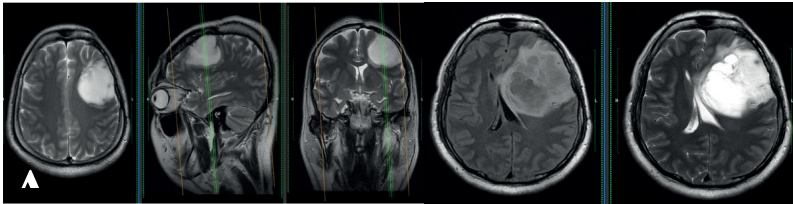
(A) Gambar *Magnetic Resonance Imaging* menunjukkan masa di periventrikel kiri (pada otak dominan) dengan edema peritumoral yang luas. Menunjukkan gambaran tumor ganas. (B) Proses operasi dengan penunjuk lokasi menggunakan neuronavigasi. (C) Gambar CT Scan menunjukkan hasil operasi tumor terambil secara total.
